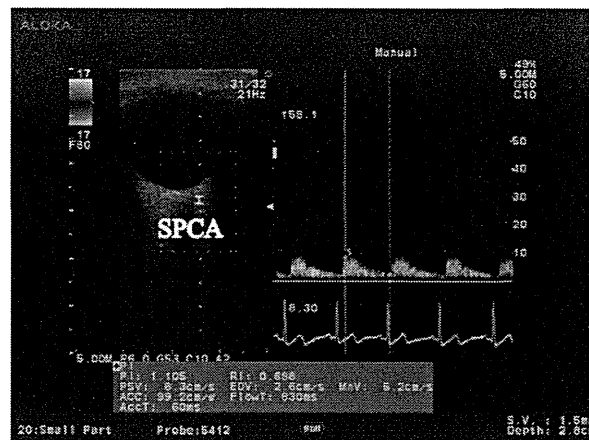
眼動脈、網膜中心動脈、短後毛様体動脈における超音波検査画像。A. 眼動脈(OA)、B. 網膜中心動脈(CRA)、C. 短後毛様体動脈(SPCA)。
